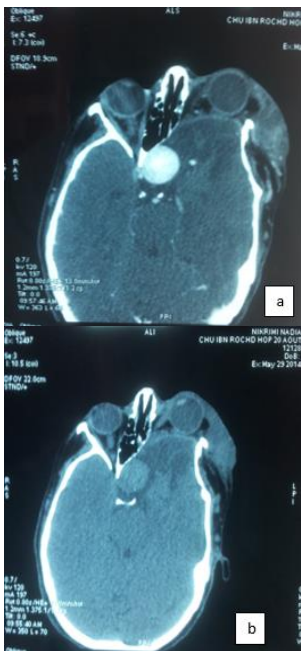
TDM cérébrale [a : C+ ; b : C-]
